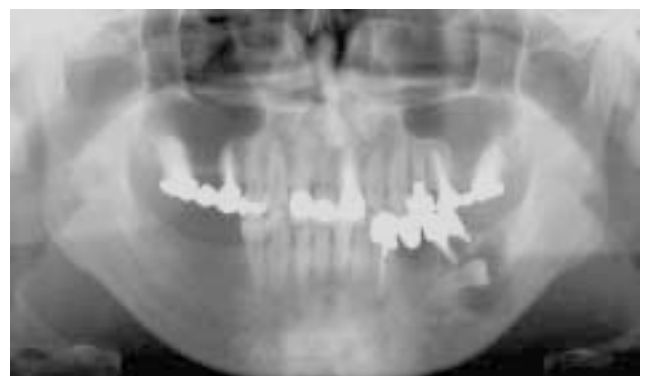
含歯性 胞のパノラマX線写真：下顎左側骨体部には，埋伏した下顎左第二小白歯歯冠を取り囲む 胞様透過像が認められる．
